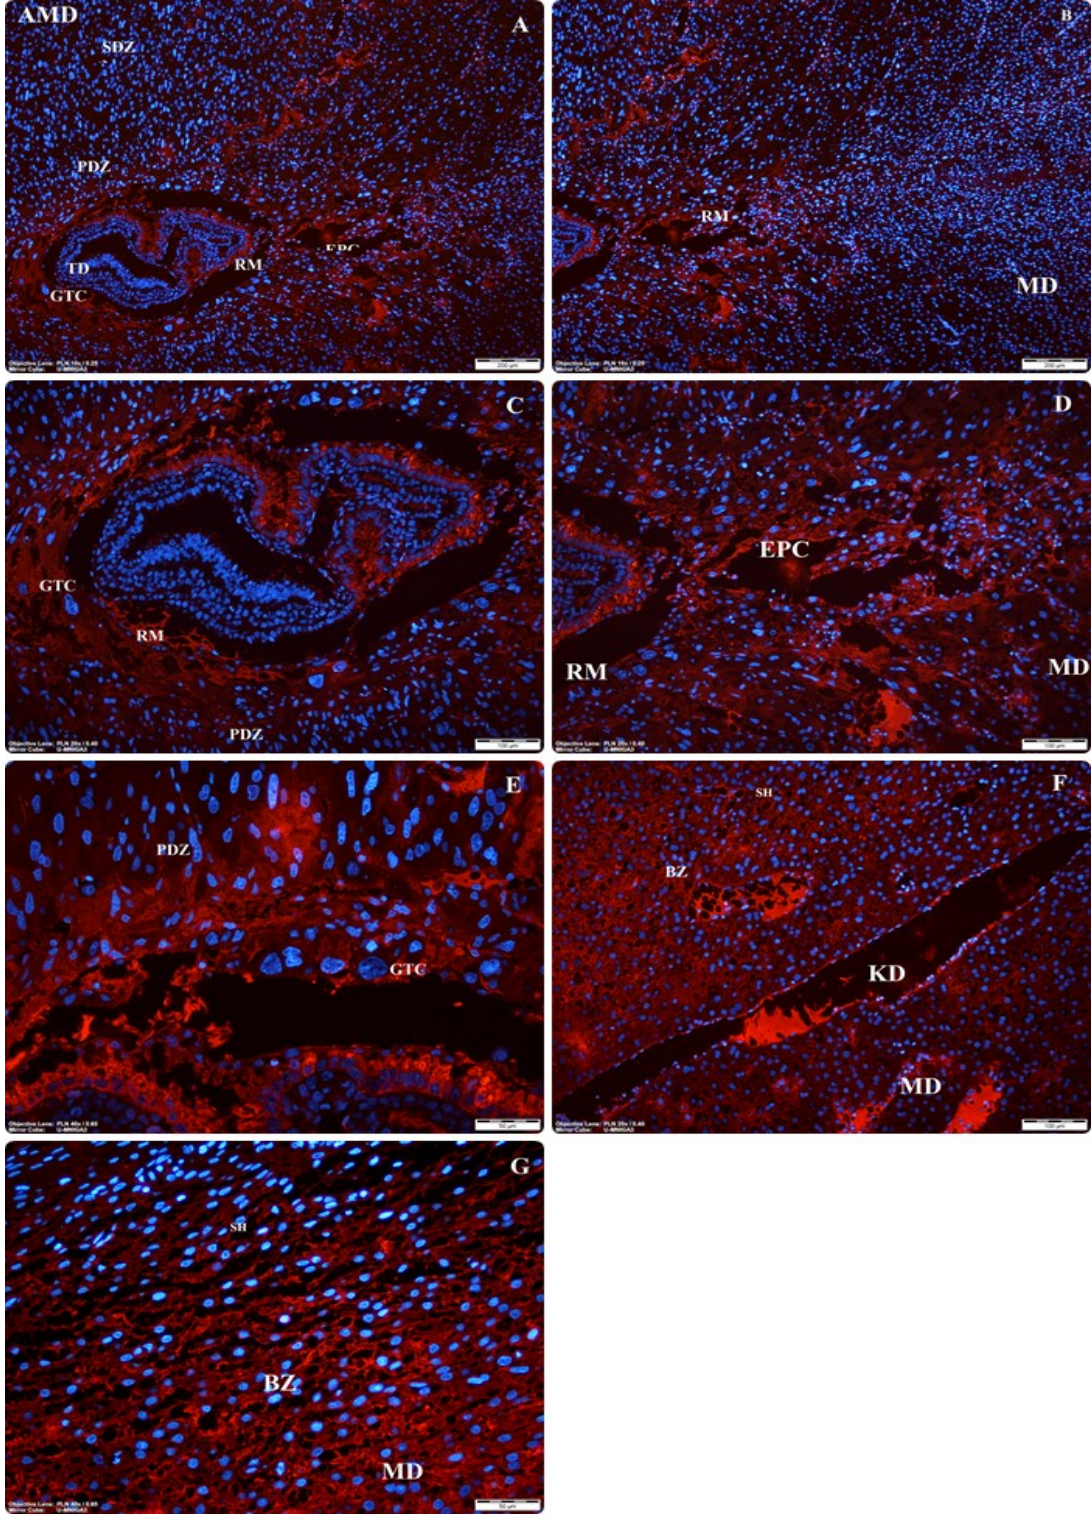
Gebeliğin 8,5. Gününde β -katenin immünolokalizasyonları (A,B,C,D,E,F,G,H) (AMD: Antimezometrial desidua; MD: Mezometrial desidua; EB: Embriyo bölgesi; TD; Trilaminar disk; RM: Reichert membranı; GTC: Dev trofoblast hücreleri; EPC: Ektoplasental koni; PDZ: Primer desidual zon; SDZ: Sekonder desidual zon; BZ: Bazal zon; KD: Kan damarı; SH: Stromal hücreler)
